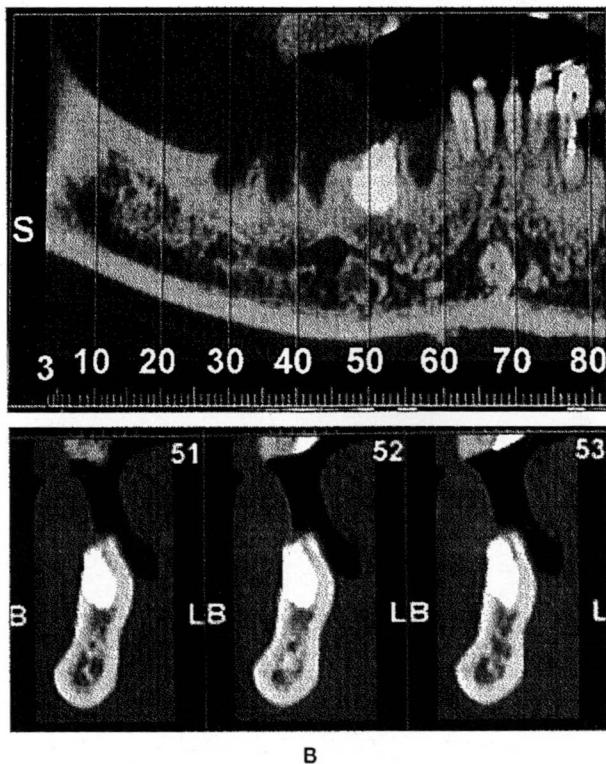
吸収が遅い骨補填材の長期残存。吸収が遅いBio-Ossを用いた上顎洞挙上術を5年前に受け、その部位に埋入したインプラントが脱落した患者さんのパノラマX線写真(A) 抜歯後に抜歯窩に吸収が遅いHA系の材料を15年以上前に適用された患者さんのCT写真(B)
